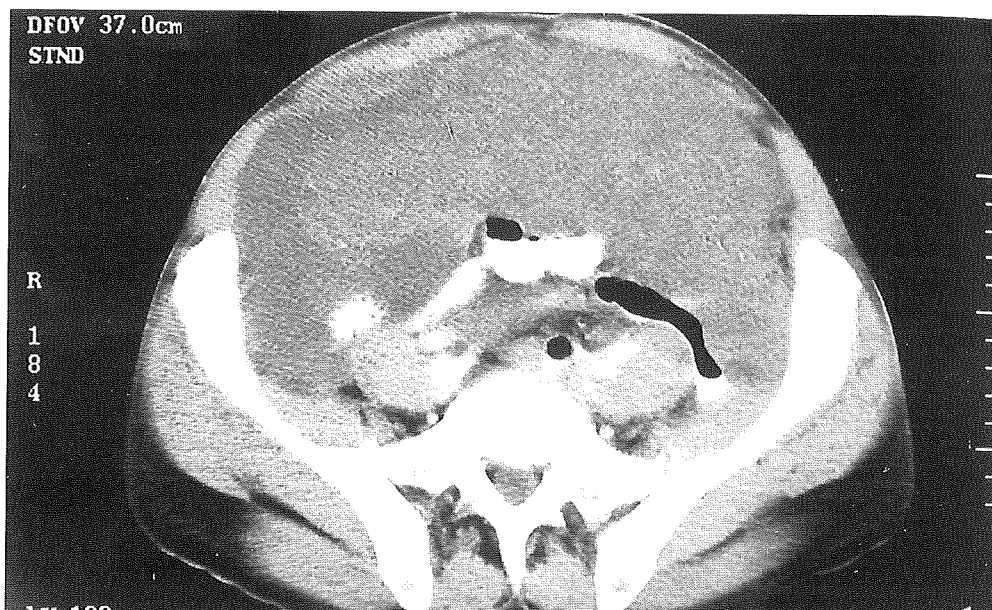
Imagen de TC en la que se puede apreciar la presencia de gran tumoración abdominal con formaciones quísticas en su interior y ascitis.
